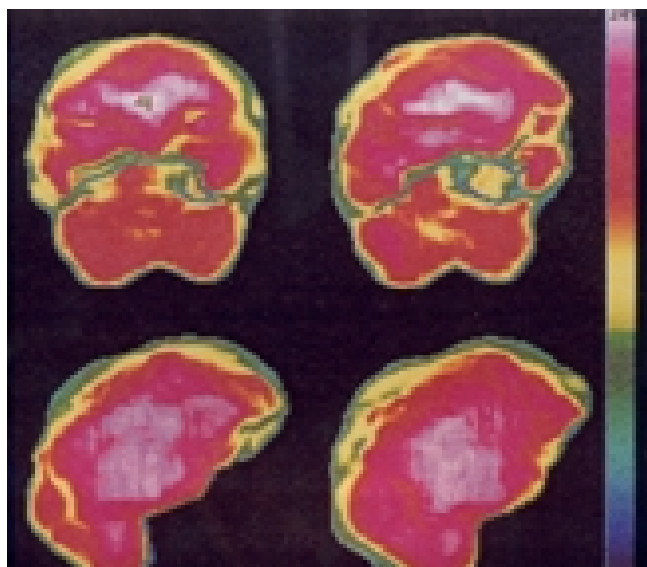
Topografía con escala ortocromática tipo arco iris, de un paciente masculino 27 años, estudiado por presentar sintomatología relacionada con la esquizofrenia, el paciente refiere cefalea frontal de larga evolución, la TC y la RM demostraron la presencia de un tumor quístico en región frontal, obsérvese en el mismo sitio el defecto o hallazgo de aperfusión con hiperperfusión de tipo irritativo debido a la presión que ejerce la masa sobre el parénquima cortical cerebral.
